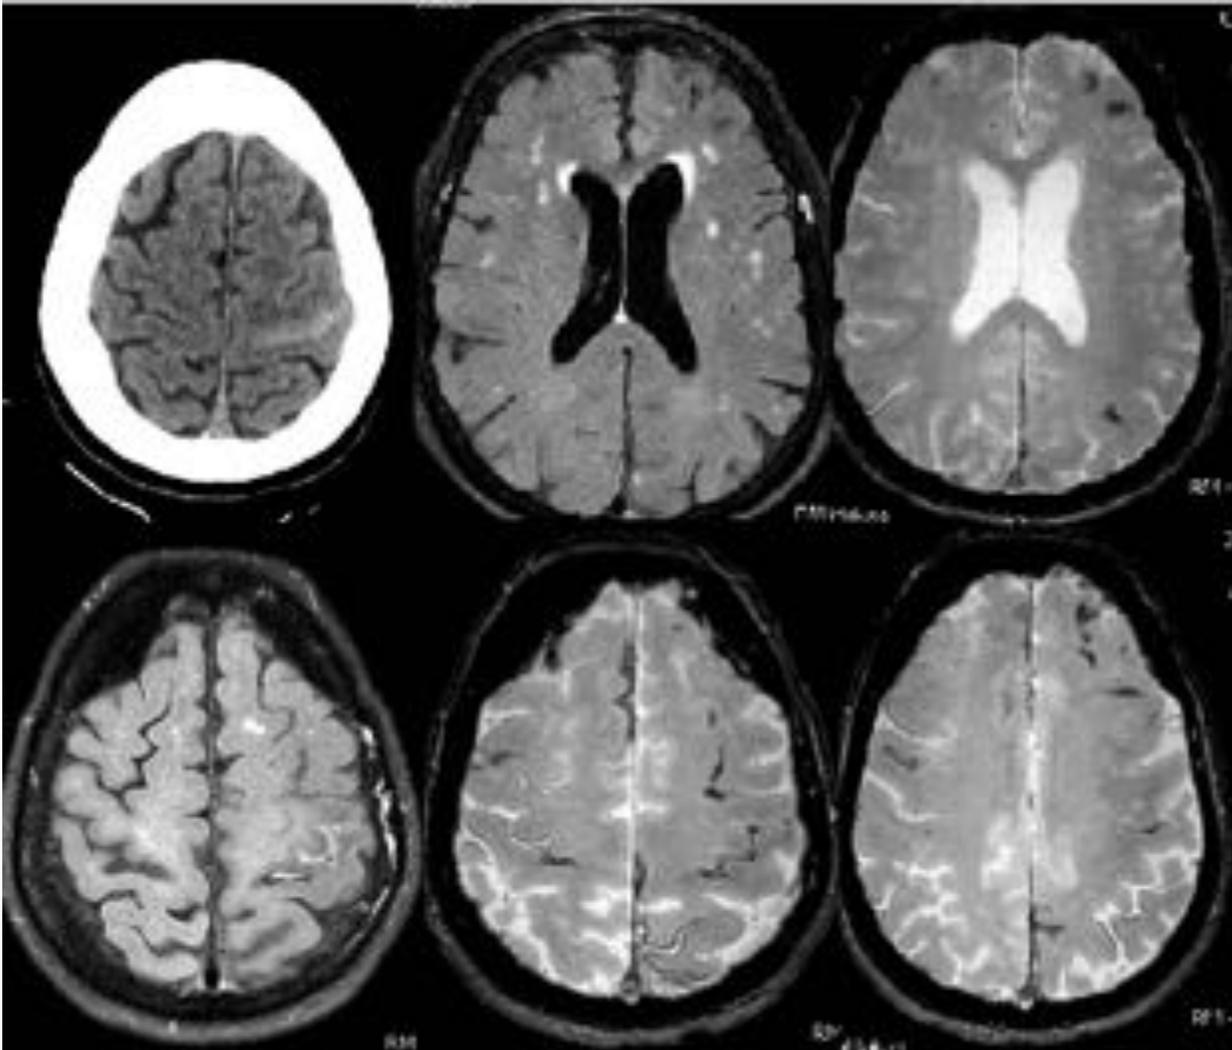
Mujer de 83 años con pérdida de fuerza en extremidad superior derecha y disartria, ya recuperada. TC sin contraste muestra HSA aislada en surco central izquierdo. RM con secuencias FLAIR y T2* muestra siderosis superficial bihemisférica con área de nuevo sangrado en surco central izquierdo. Múltiples lesiones glióticas de predominio subcortical. Hallazgos sugestivos de angiopatía amiloide.
